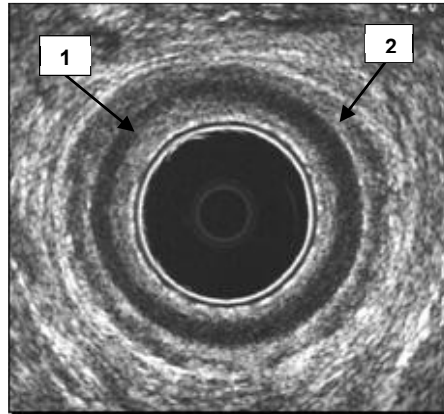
Ecografía endoanal normal.
